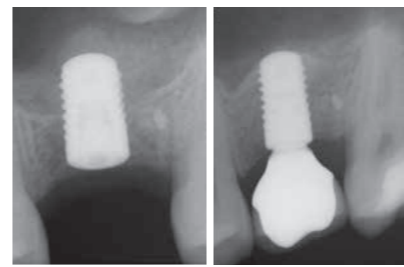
치료전(왼쪽)과 후(오른쪽) 모습 : Geistlich Bio-Oss® Collagen은 손상 없이 막을 올릴 수 있게 하였으며, 이식 후 생성된 신생골은 9개월 만에 자가골과 매우 유사한 방사선 사진을 보여줍니다.
